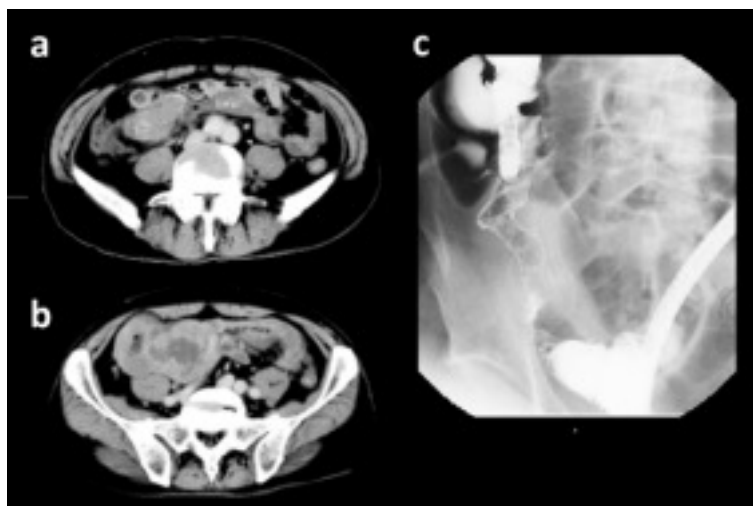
R-DeVIC療法3コース終了後のCT検査所見及び逆行性小腸造影検査所見。
